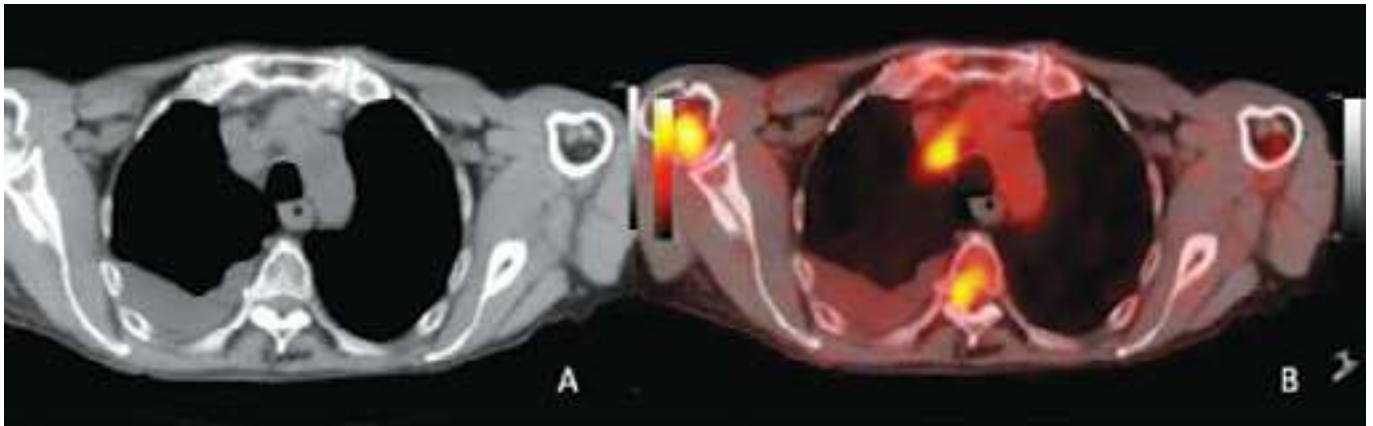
Tomografía computarizada simple, corte axial. Figura 1B: ^{18}F -FDG PET-CT imagen híbrida, corte axial. Hallazgos Lesiones osteoblásticas hipermetabólicas en cabezas humerales bilaterales, la de mayor captación en lado derecho y en el cuerpo vertebral D3, ubicado hacia el pedúnculo derecho. Adenopatía hipermetabólica con captación de estirpe patológica (SUV de 9), en nivel 2R mediastinal.
